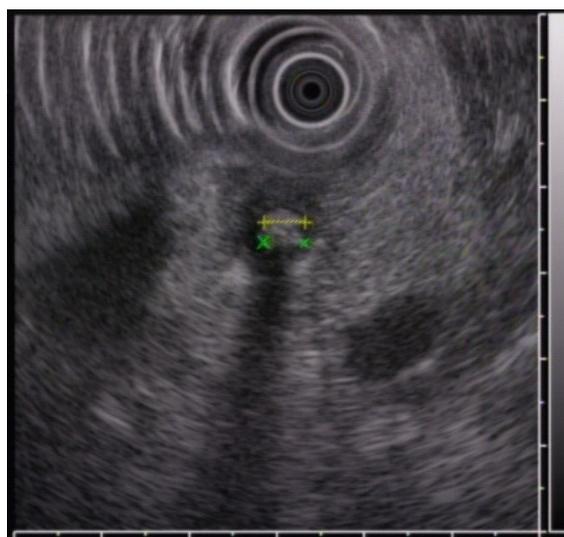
內視鏡超音波檢查可見總膽管出口處 0.4 公分大小的結石
